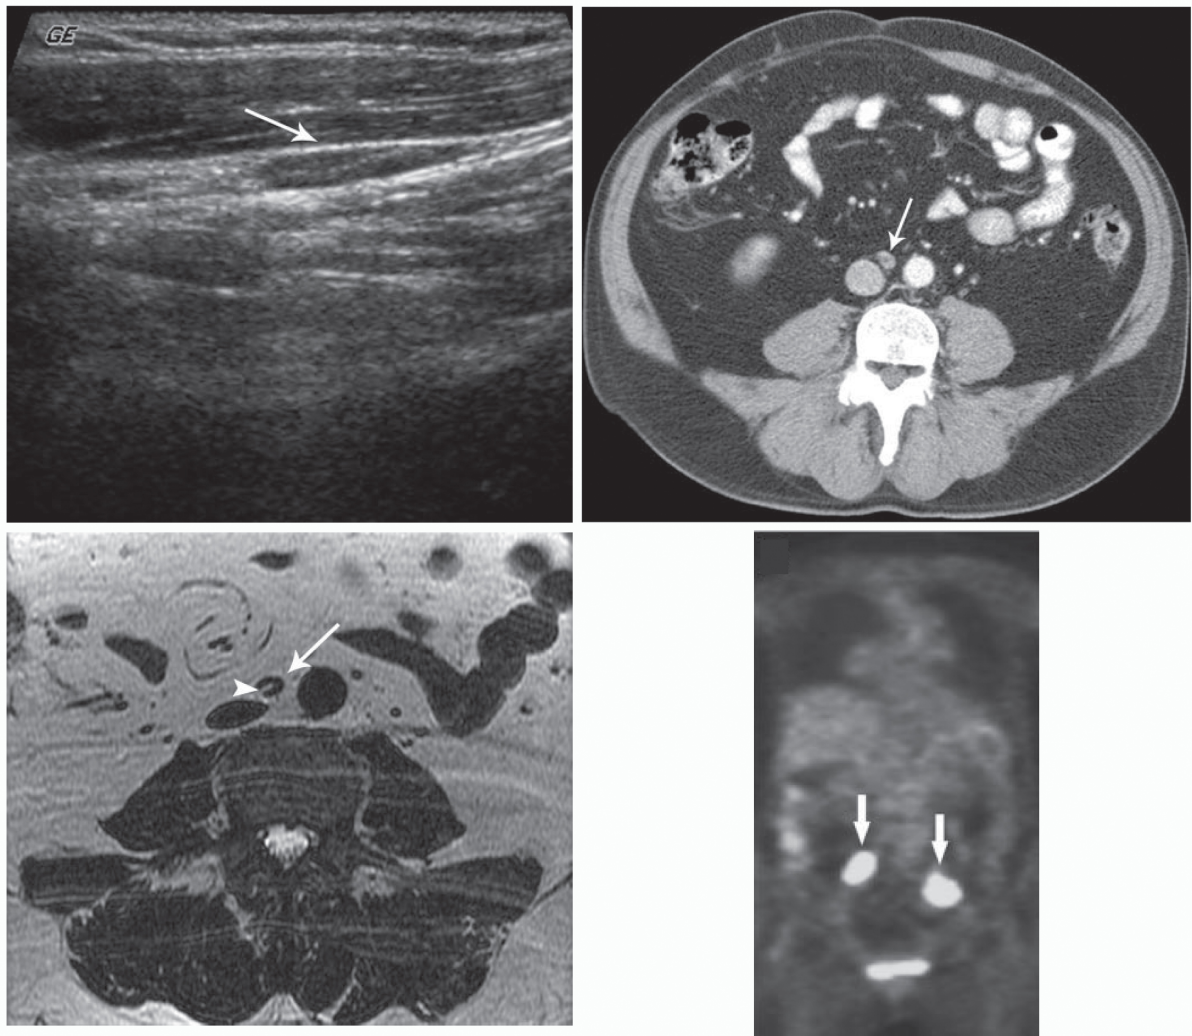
Bilder aus der radiologischen Diagnostik. Oben links: Ultraschalldarstellung eines Lymphknotens. Oben rechts: Axiales CT-Schnittbild mit Kontrastmittel eines 9 mm großen paraaortal gelegenen Lymphknotens. Unten links: Axiale T2-gewichtete MRT-Aufnahme eines 8mm großen Lymphknotens. Unten rechts: Coronale PET-Darstellung (F-FDG) von zwei bösartigen Lymphknoten. (aus[39]).
